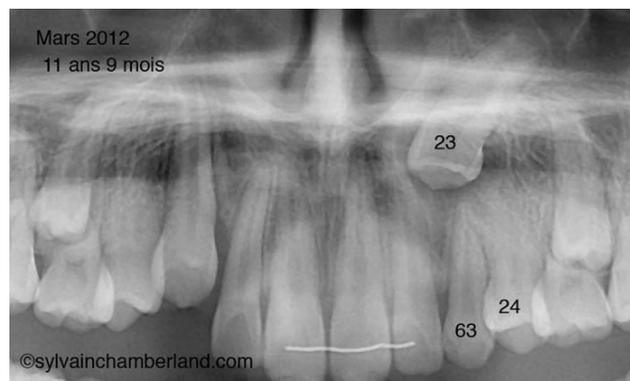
Radiographie démontre l'inclusion de la dent 23 alors que la canine controlatérale a fait son éruption. Nous recommandons alors l'extraction de la dent primaire 63.
